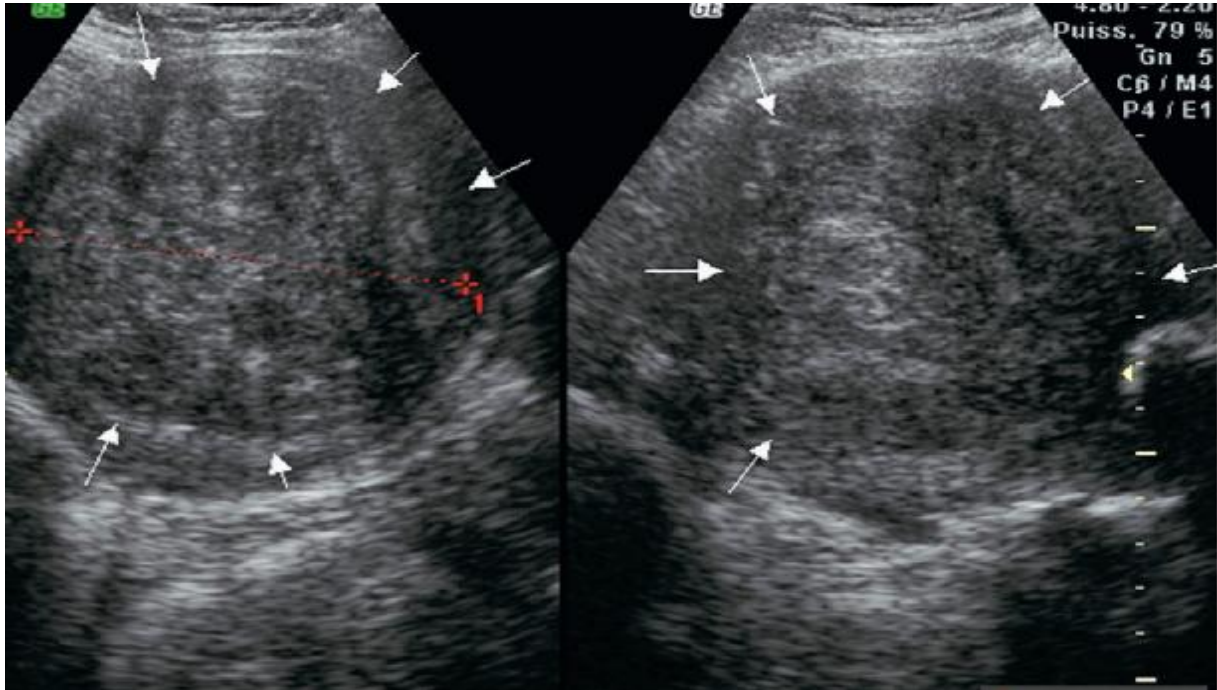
Myome sous-muqueux volumineux de 8,5cm. Échographie : formation hypoéchogène Centro-utérine, l'endomètre laminé est difficilement identifiable.
